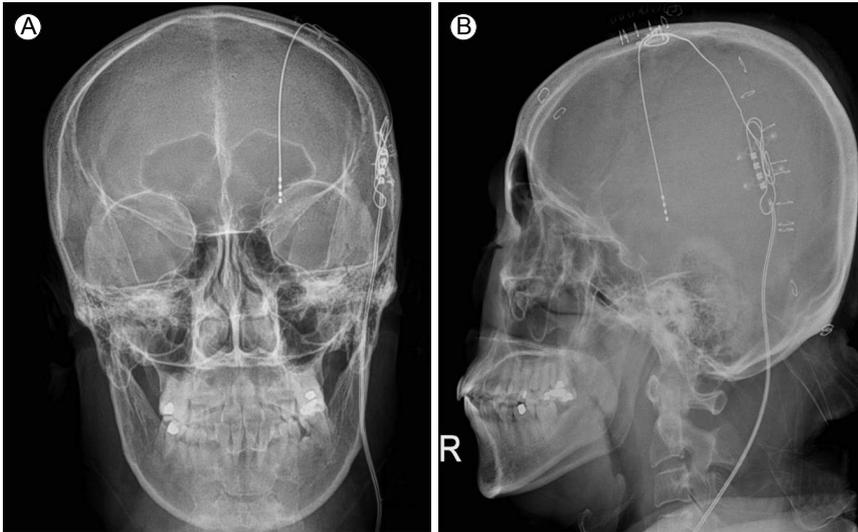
Postoperative X-ray shows the proper location of the leads, (A) axial and (B) lateral images. R, right.
